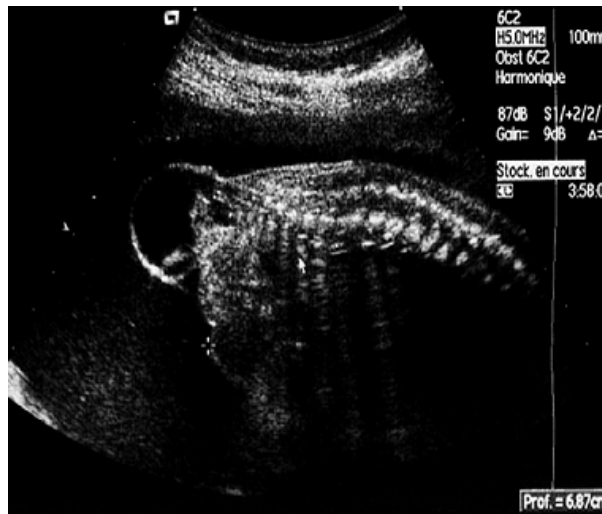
B. Échographie 2D : coupe transversale au niveau du cou montrant une masse tissulaire mixte bien limitée
